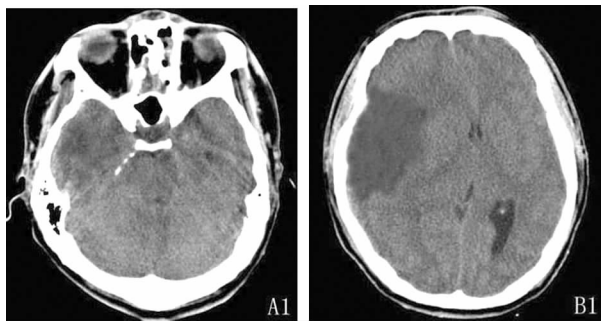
脑外伤后 48 h 的头颅 CT 片,右颞叶梗死
